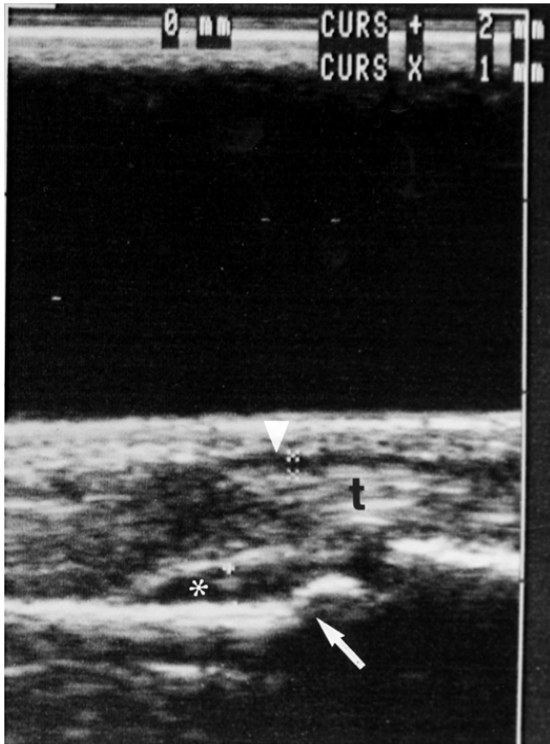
20-jährige Patientin (K. J.) mit rheumatoider Arthritis (initiale Untersuchung) mit sonographischem Nachweis von Tenosynovitis (▼), Synovitis (*) und Gelenkkonturunregelmäßigkeit (Pfeil) am PIP-Gelenk III (palmarer Longitudinalschnitt).
